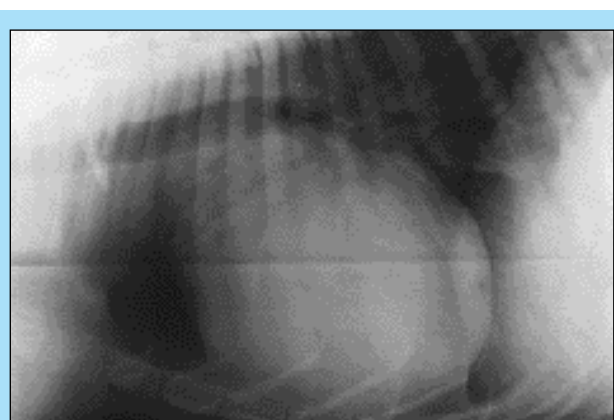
Radiografia del torace in proiezione latero-laterale, decubito destro: aumento generalizzato della silhouette cardiaca, polmone iperdiafano ed ipovascolare.
